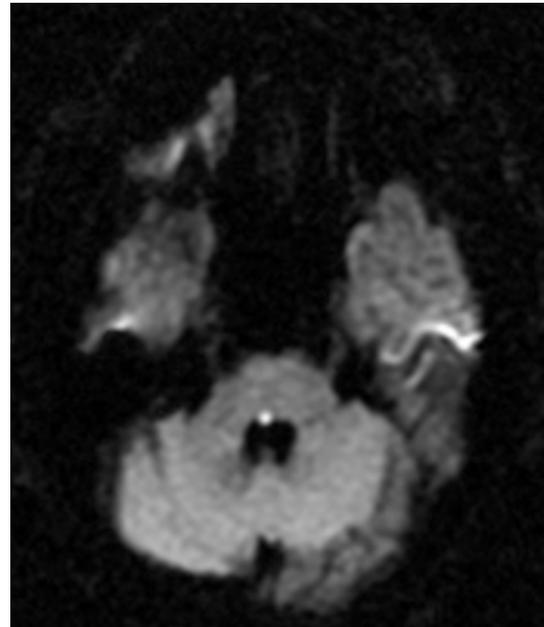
Diffusion-weighted brain MRI image showing acute left medulla oblongata infarction(2011. 3. 15)
